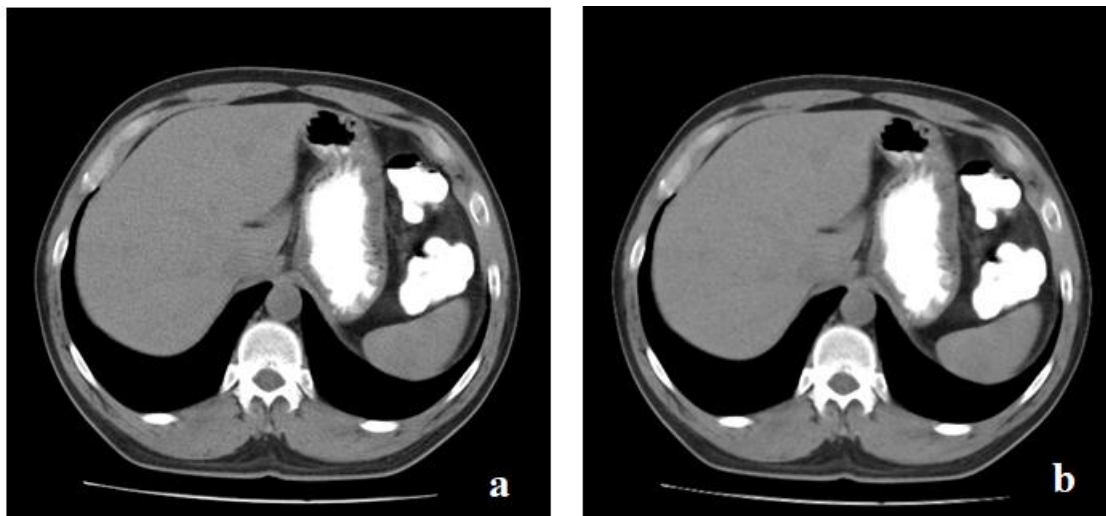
Karaciğer BT görüntüleri ilgili veri setinin bir bölümü
